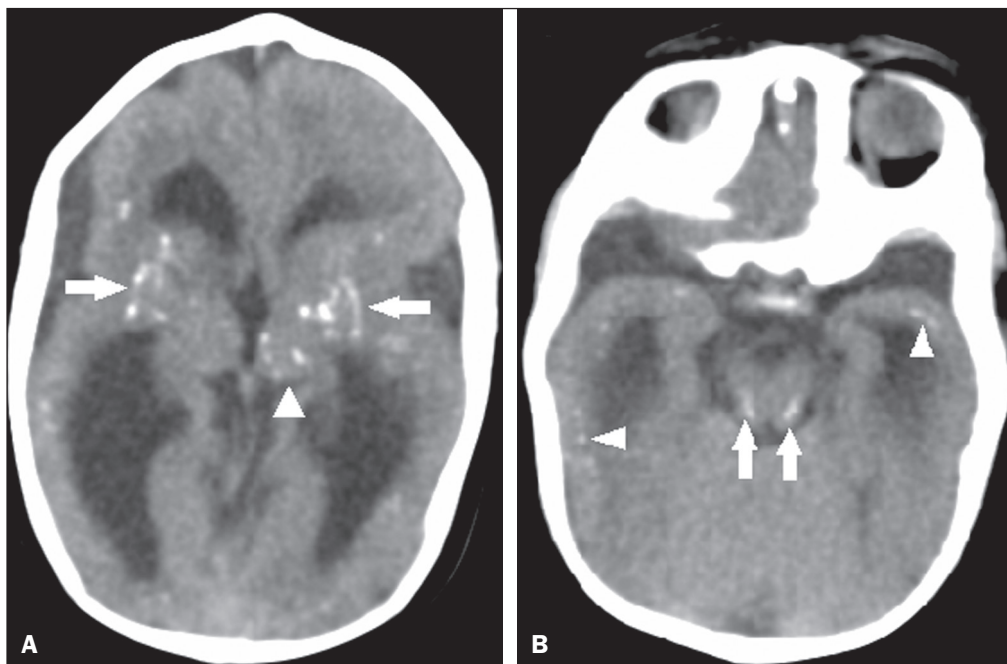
A: Paciente com 5 meses de idade. Tomografia computadorizada, sem contraste, corte axial mostrando focos cálcicos nos núcleos da base (setas) e no tálamo esquerdo (cabeça de seta). B: Paciente com 5 meses de idade. Tomografia computadorizada, sem contraste, corte axial demonstrando calcificações em regiões dorso-laterais do tegmento do mesencéfalo (setas), bem como calcificações na junção córtico-subcortical dos lobos temporais (cabeças de setas).
